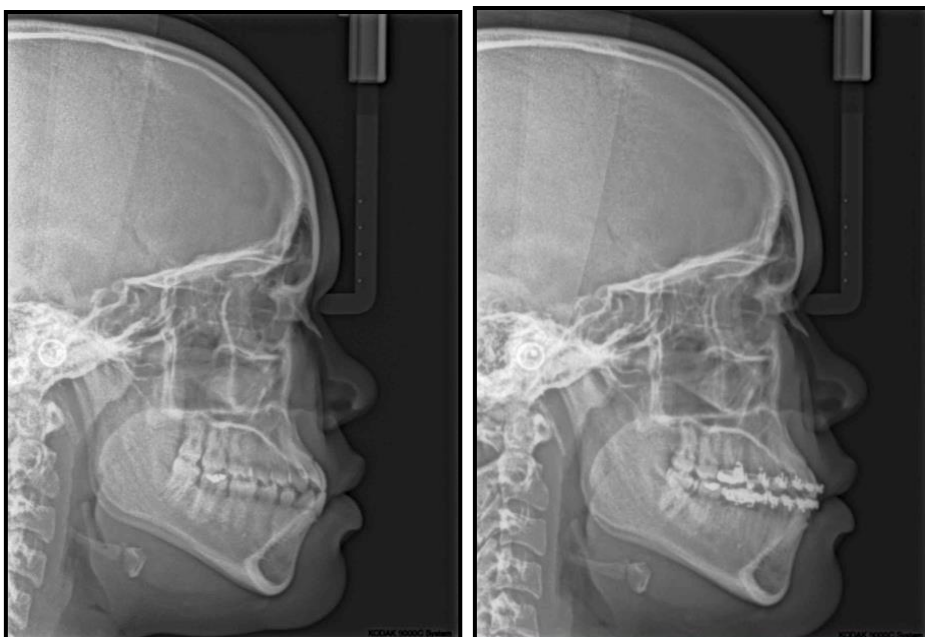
(A,B)- Telerradiografias inicial e de fase de finalização ortodôntica.
